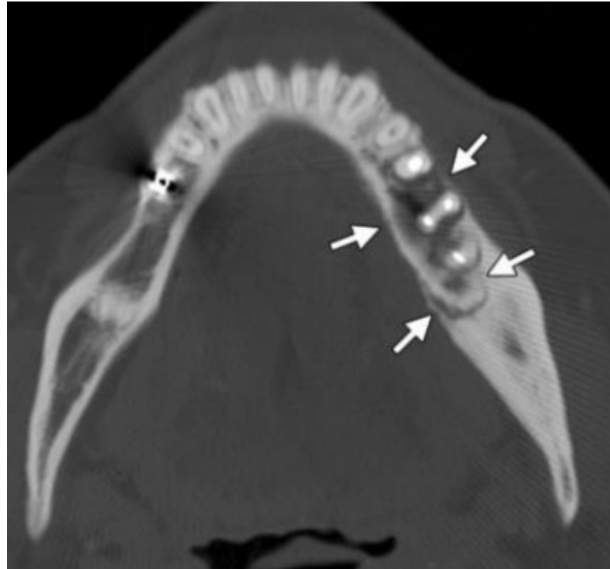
Aspecto imaginológico (tomografia computadorizada de feixe cônico, corte axial) da ONMB. As flechas indicam áreas de fenestração óssea e sequestros ósseos. Imagem de RUGGIERO; FANTASIA; CARLSON, 2006.
